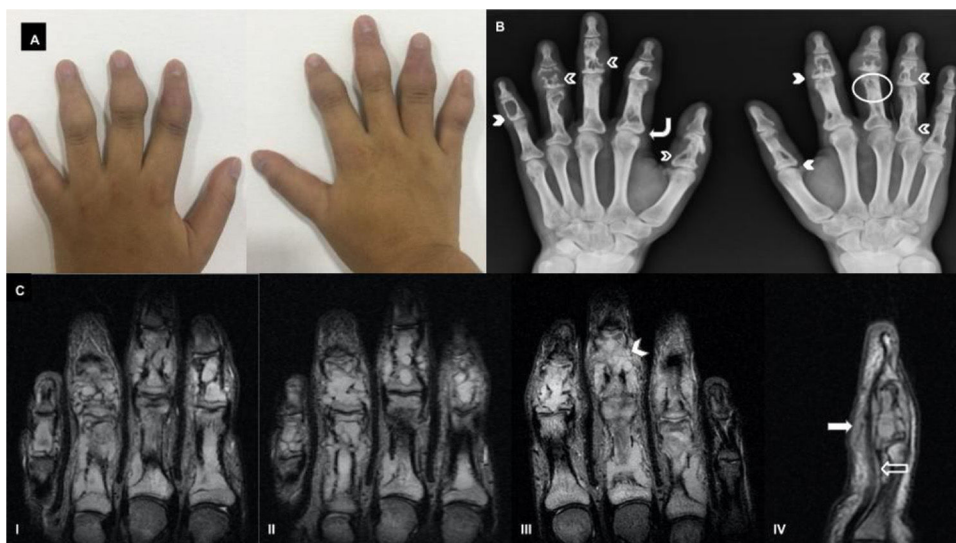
A. Manos del paciente antes del inicio del tratamiento. Se observa incremento en el grosor de los tejidos blandos de todos los dedos con mayor compromiso de la falange media. B. Radiografía AP de ambas manos en la que se muestran los diversos patrones del compromiso óseo por sarcoidosis: patrón lítico con defectos localizados quísticos bien definidos, acompañados de lesiones nodulares de tejidos blandos (cabezas de flecha sólidas); patrón permeativo con ampliación del canal nutricio de la falange (círculos); patrón destructivo que puede generar festoneado o lesiones en sacabocado (cabezas de flecha vacías); patrón en panal de abejas con alteración trabecular difusa (flechas curvas); C. Resonancia magnética nuclear no contrastada. (I) y (II) mano derecha, corte coronal secuencia STIR: se observa extenso compromiso de falanges proximales y medias por conglomerados de masas intramedulares hiperintensas (correspondientes a granulomas no caseificantes), con destrucción de la cortical e infiltración de tejidos blandos adyacentes. Se observa escaso edema de tejidos blandos. (III) Mano izquierda corte coronal secuencia STIR: en la falange media de tercer dedo (cabeza de flecha sólida) se observan finas líneas hipointensas perpendiculares a la corteza ósea destruida (también denominada «corteza fantasma»), correspondientes a la extensión perióstica de granulomas; no debe confundirse con reacción perióstica. Nótese la ausencia de compromiso intraarticular y de falanges distales, así como las relaciones articulares conservadas. (IV) Imagen sagital potenciada en T2 del quinto dedo de mano derecha: aumento en la intensidad de señal del tendón flexor (flecha vacía) y encapsulamiento de éste por infiltración granulomatosa (flecha sólida).
